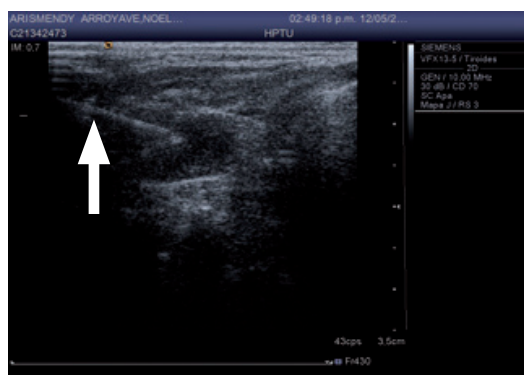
Biopsia por aspiración con aguja fina (flecha) de nódulo tiroideo dirigido por ecografía.
